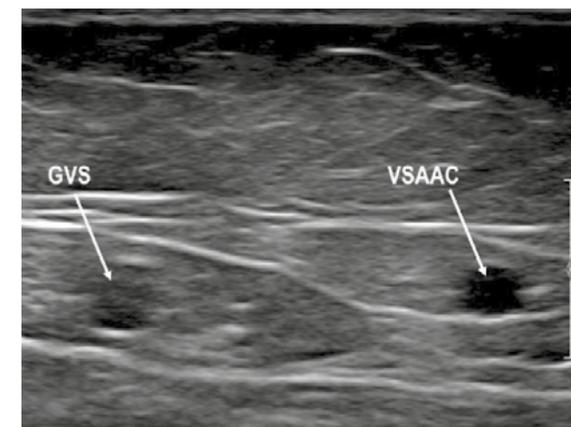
En échographie, une veine saphène est toujours visualisée dans un compartiment limité par deux fascias : c'est le signe de l'œil d'Horus. (L. Moraglia).
